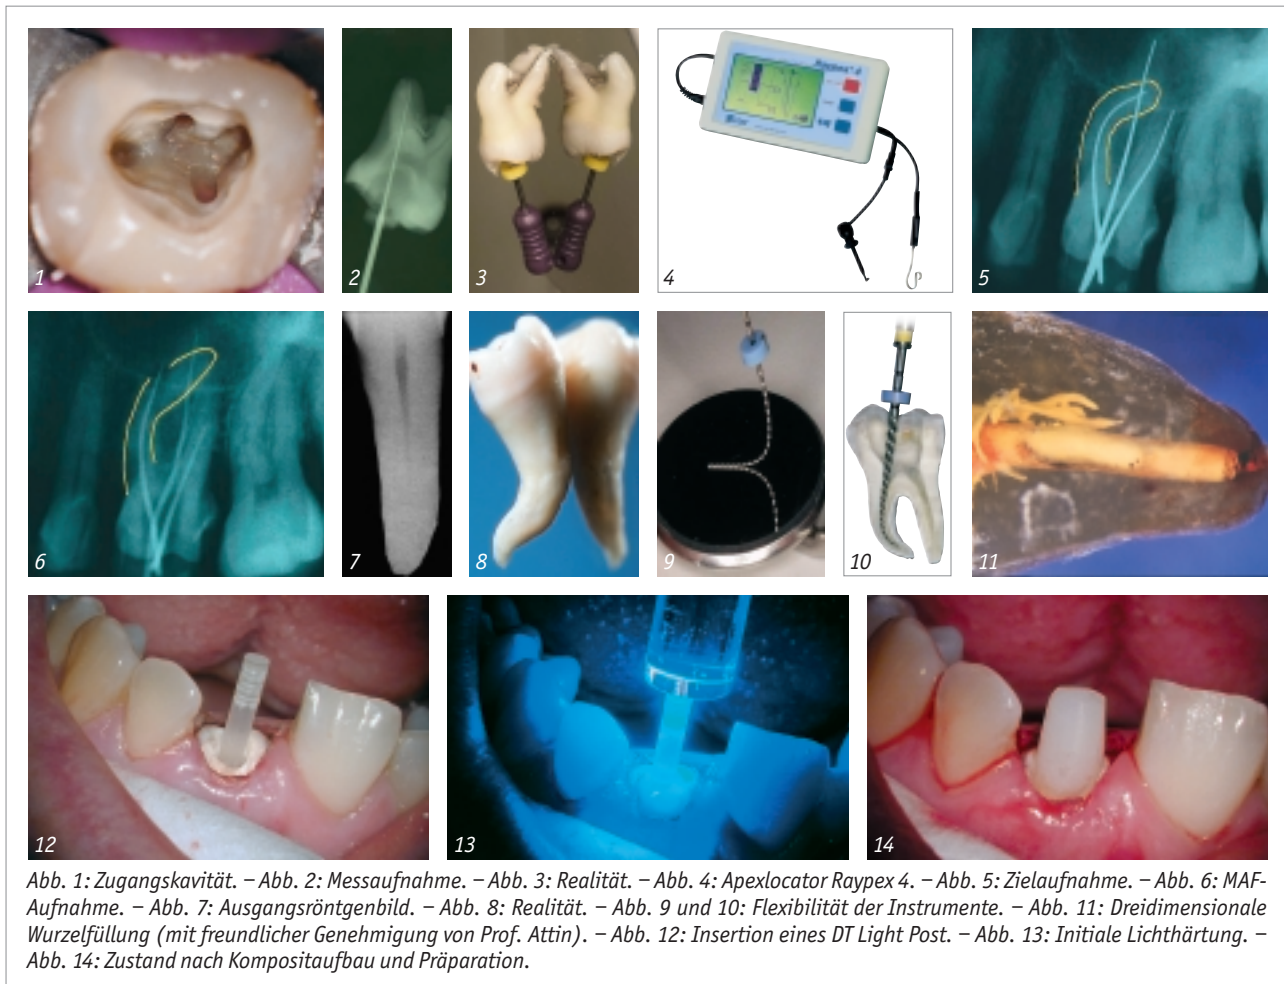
Zugangskavität. – Abb. 2: Messaufnahme. – Abb. 3: Realität. – Abb. 4: Apexlocator Raypex 4. – Abb. 5: Zielaufnahme. – Abb. 6: MAF-Aufnahme. – Abb. 7: Ausgangsröntgenbild. – Abb. 8: Realität. – Abb. 9 und 10: Flexibilität der Instrumente. – Abb. 11: Dreidimensionale Wurzelfüllung (mit freundlicher Genehmigung von Prof. Attin). – Abb. 12: Insertion eines DT Light Post. – Abb. 13: Initiale Lichthärtung. – Abb. 14: Zustand nach Kompositaufbau und Präparation.
